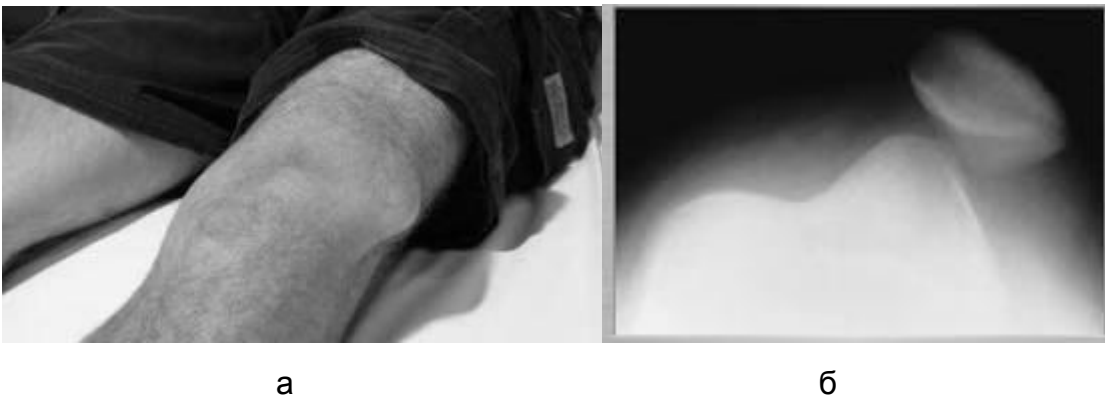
Вивих наколінника: а – зовнішній вигляд; б – рентгенограма
